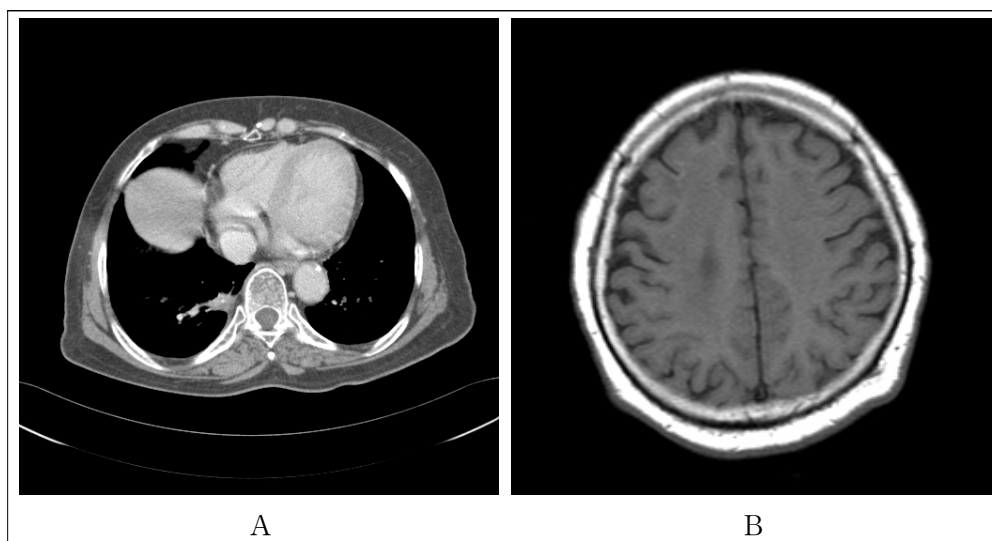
Chest CT shows decreased size of non-small cell lung cancer at Right lower lobe (A). Brain MRI shows decreased sizes of brain metastasis (B).
